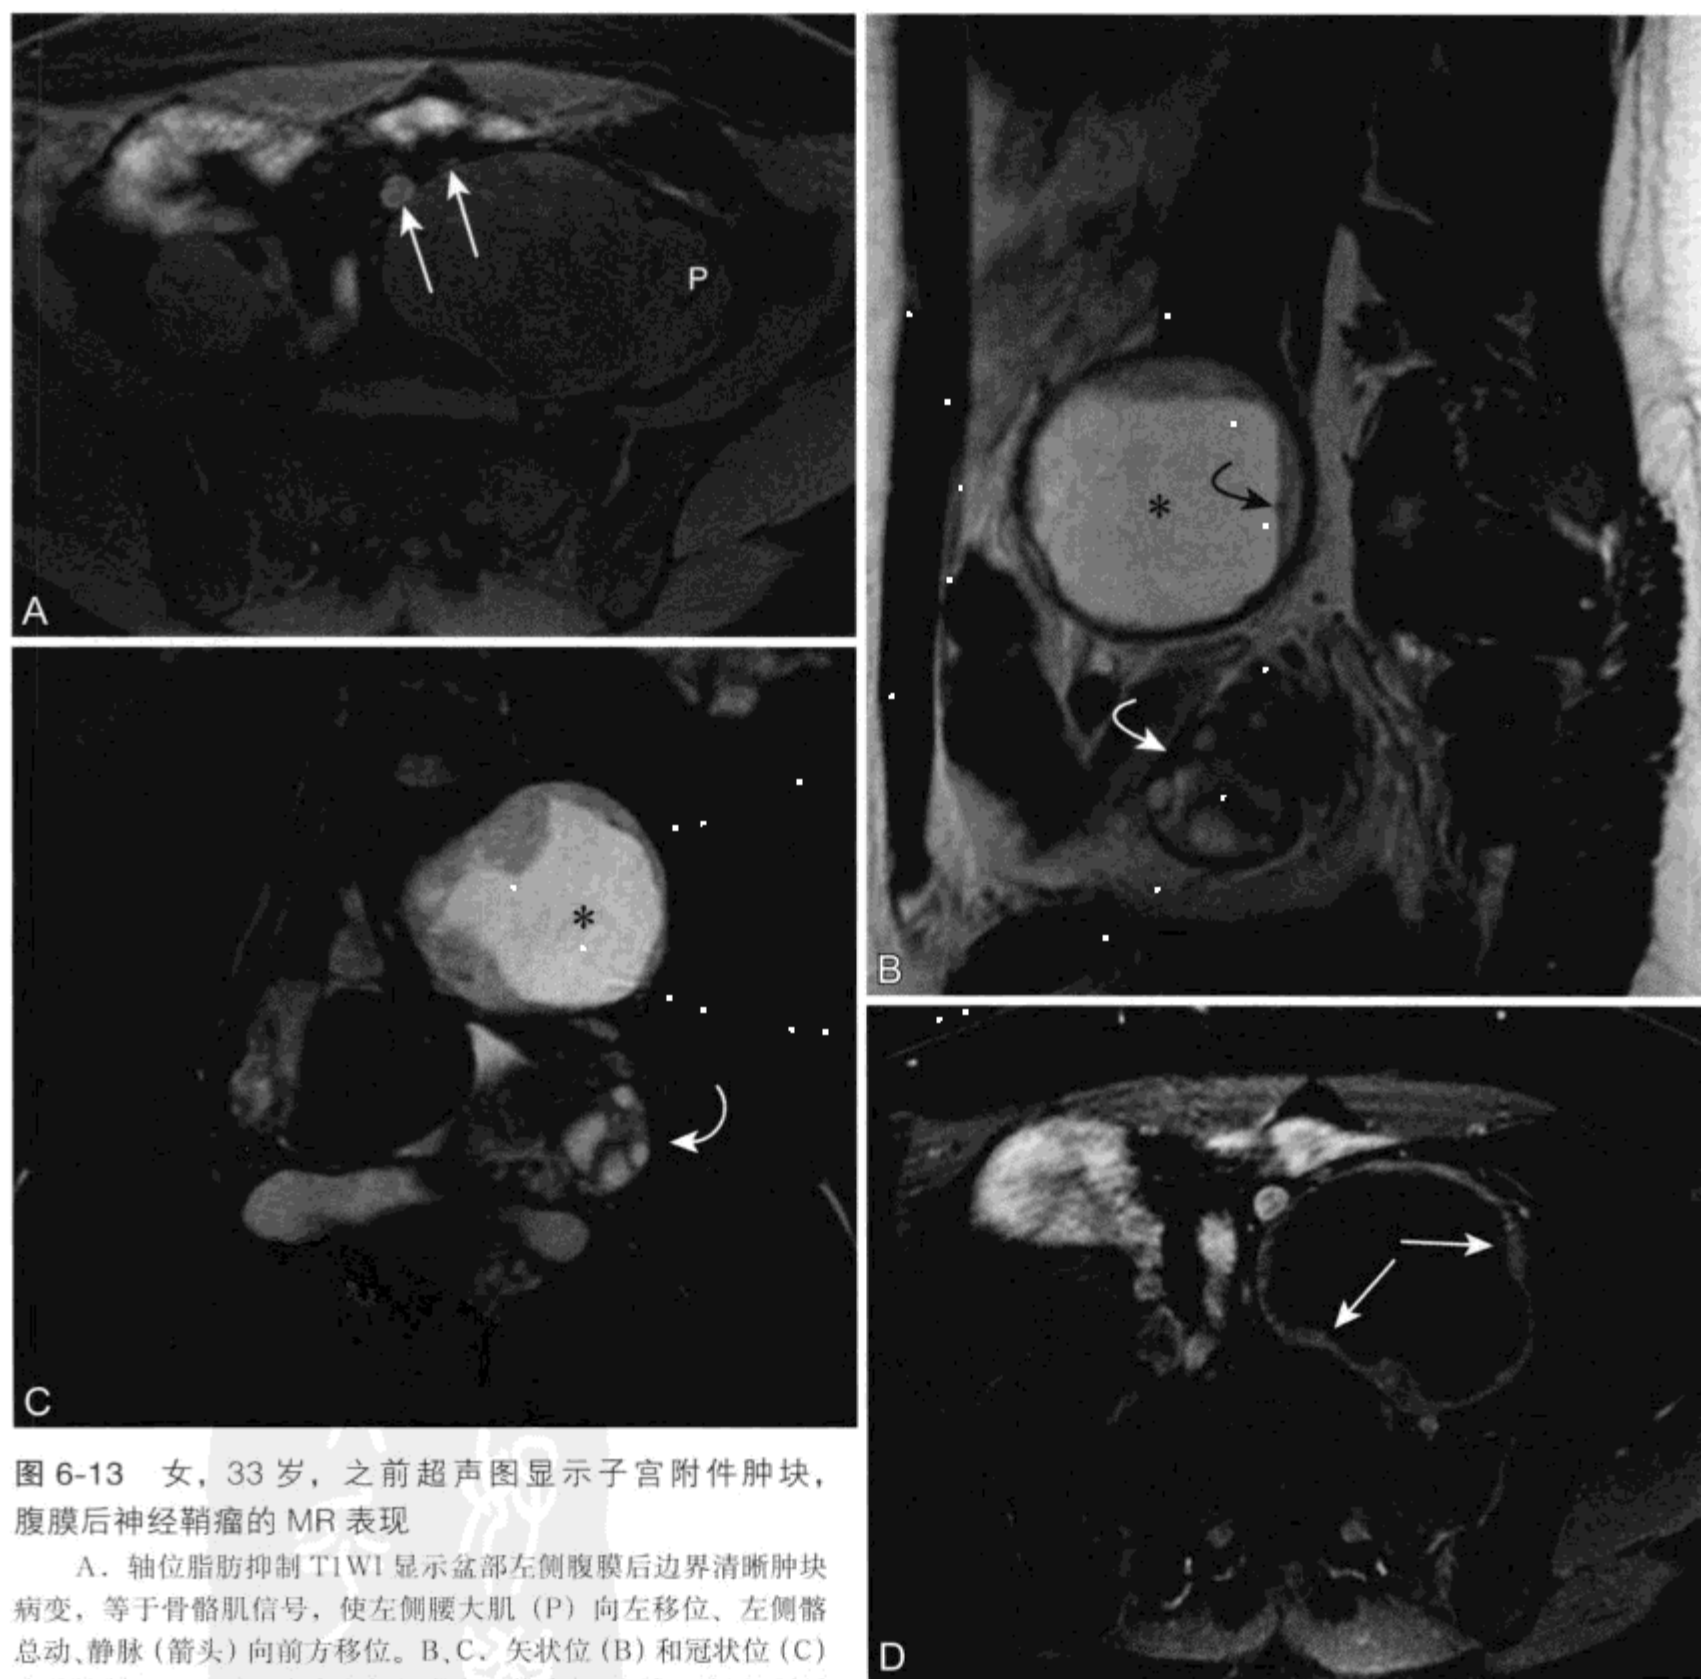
女,33岁,之前超声图显示子宫附件肿块,腹膜后神经鞘瘤的MR表现
